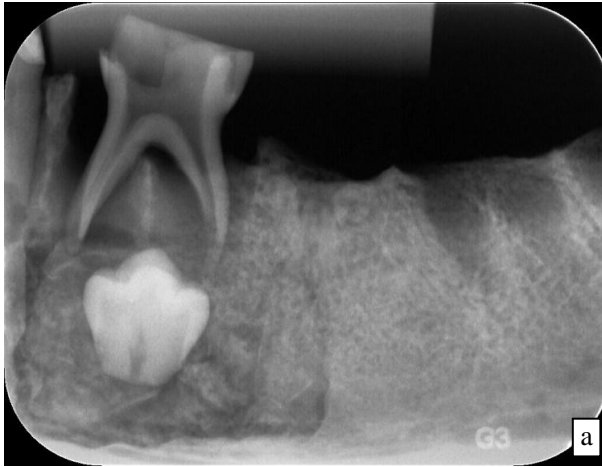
Imagem da Radiografia Periapical Digital e (b) Imagem da Tomografia Computadorizada
